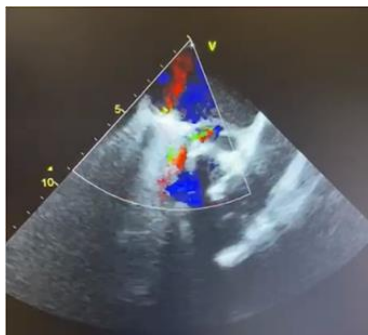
Doppler color con flujo dentro de absceso.
